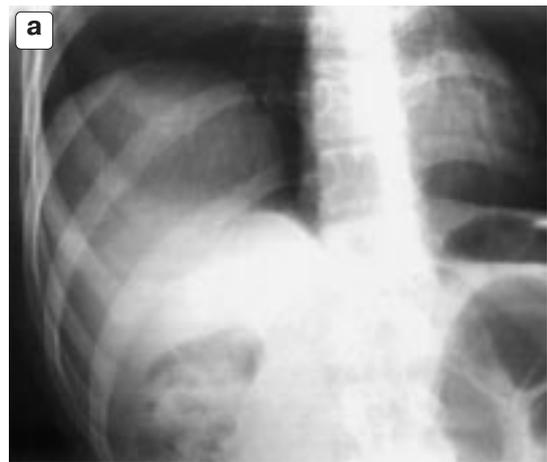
Слабость всего заднего отдела правой половины диафрагмы. Рентгенограммы в прямой (а) и правой боковой (б) проекциях.
